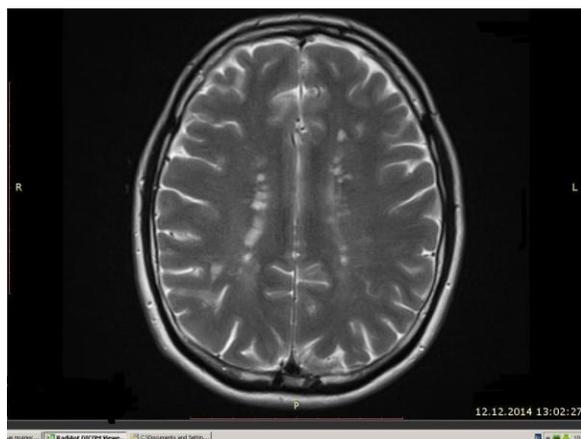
T2 FLAIR, аксиальная проекция
